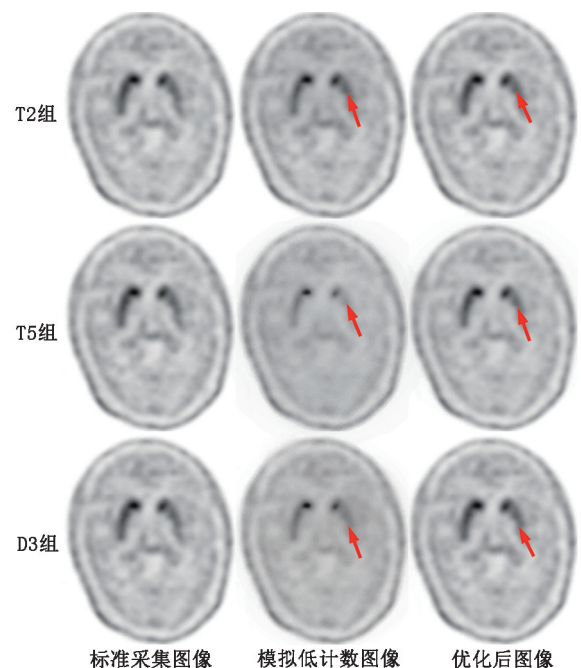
不同组别帕金森病患者 6-¹⁸F-氟-L-多巴 (¹⁸F-DOPA) PET/CT 图像在深度学习优化前后的对比 T2、T5 组分别为模拟采集时间 15 和 5 min 图像, D3 组为 30% 有效计数模拟图像。模拟低计数图像通过在图像重建过程中降低有效计数率或缩短采集时间获得, 用于模拟低剂量或快速采集条件下的图像。优化前模拟图像信噪比下降, 纹状体(箭头示)边界模糊, 不对称性减弱, 左右侧结构趋于对称; 优化后模拟图像纹状体清晰度和对比度提高, 病灶侧摄取减低重新显现, 图像质量接近标准图像
